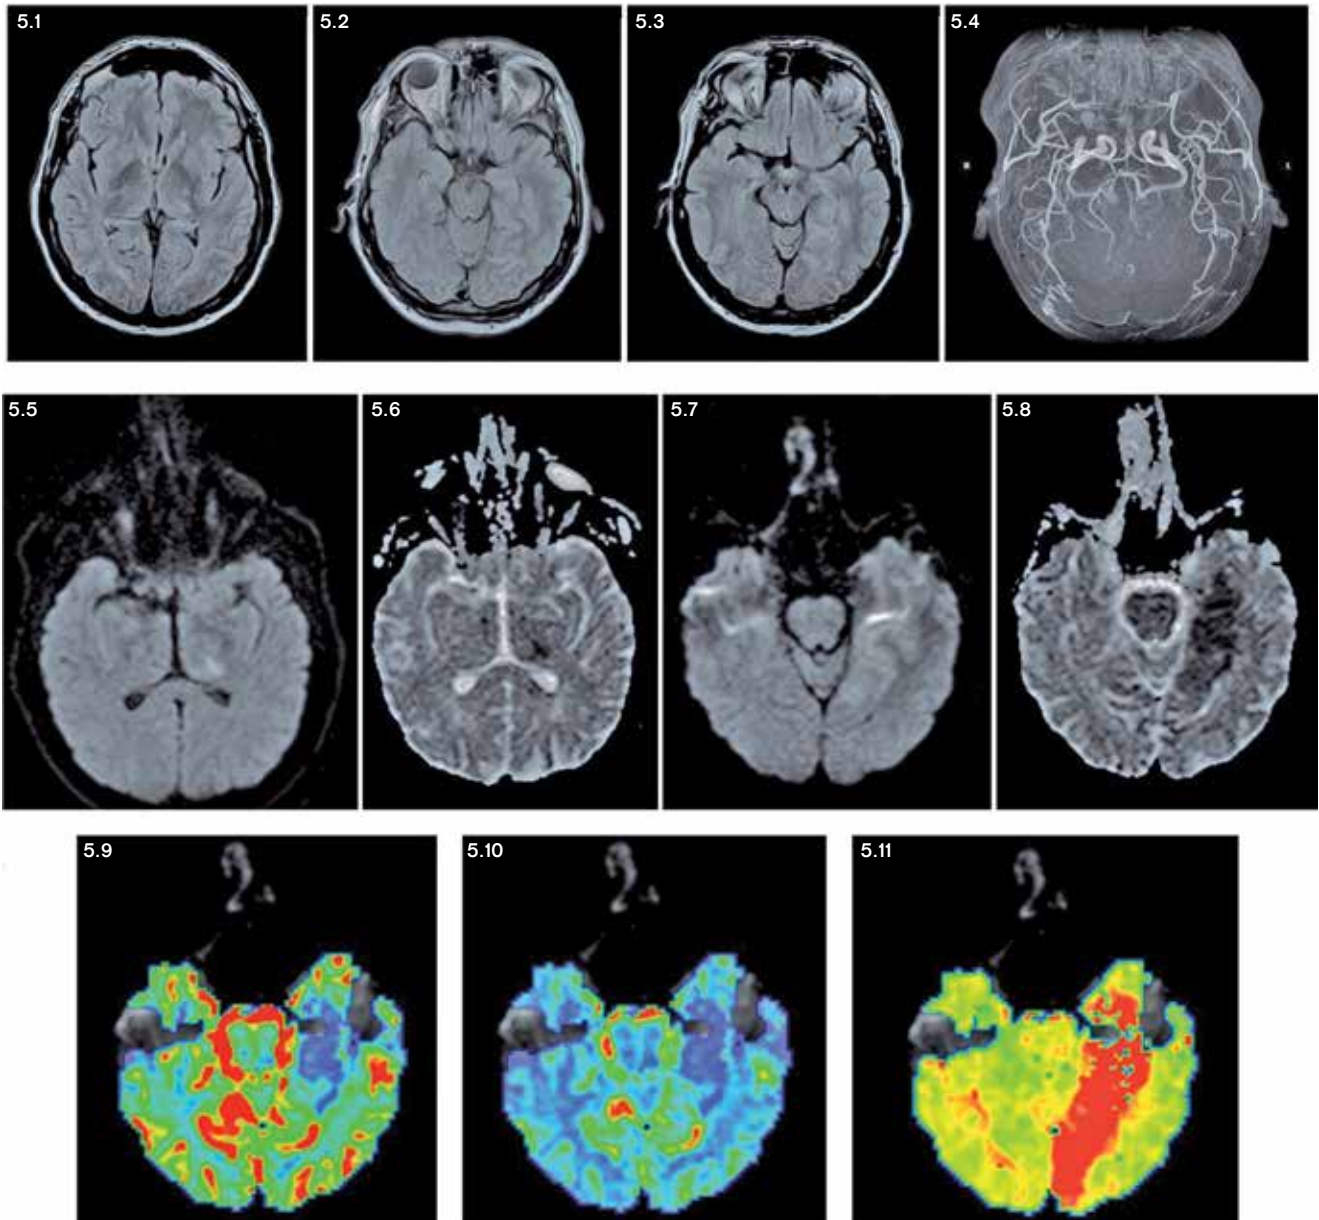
przedstawia badanie MR mózgowia w sekwencji FLAIR (ryc. 5.1-5.3) z opcją angio-MR (ryc. 5.4), obrazowaniem dyfuzyjnym (ryc. 5.5, 5.7) i mapowaniem ADC
